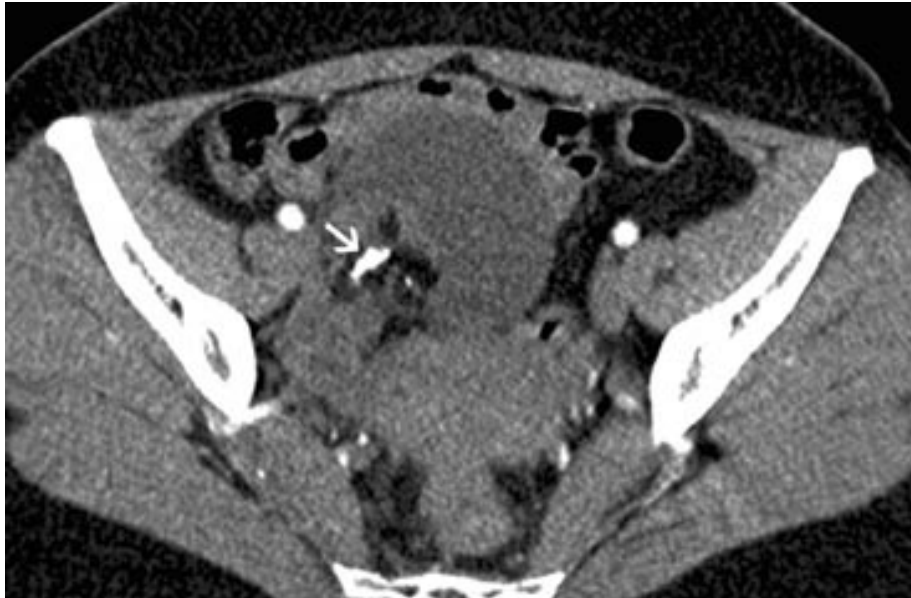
TDM axiale montrant la présence de graisse et de calcification(→) dans le nodule de Rokitansky. Le kyste a un contenu séreux avec une densité liquidienne orientant vers un tératome ovarien mature droit [37] (image scanographique correspondant à la figure 32).
